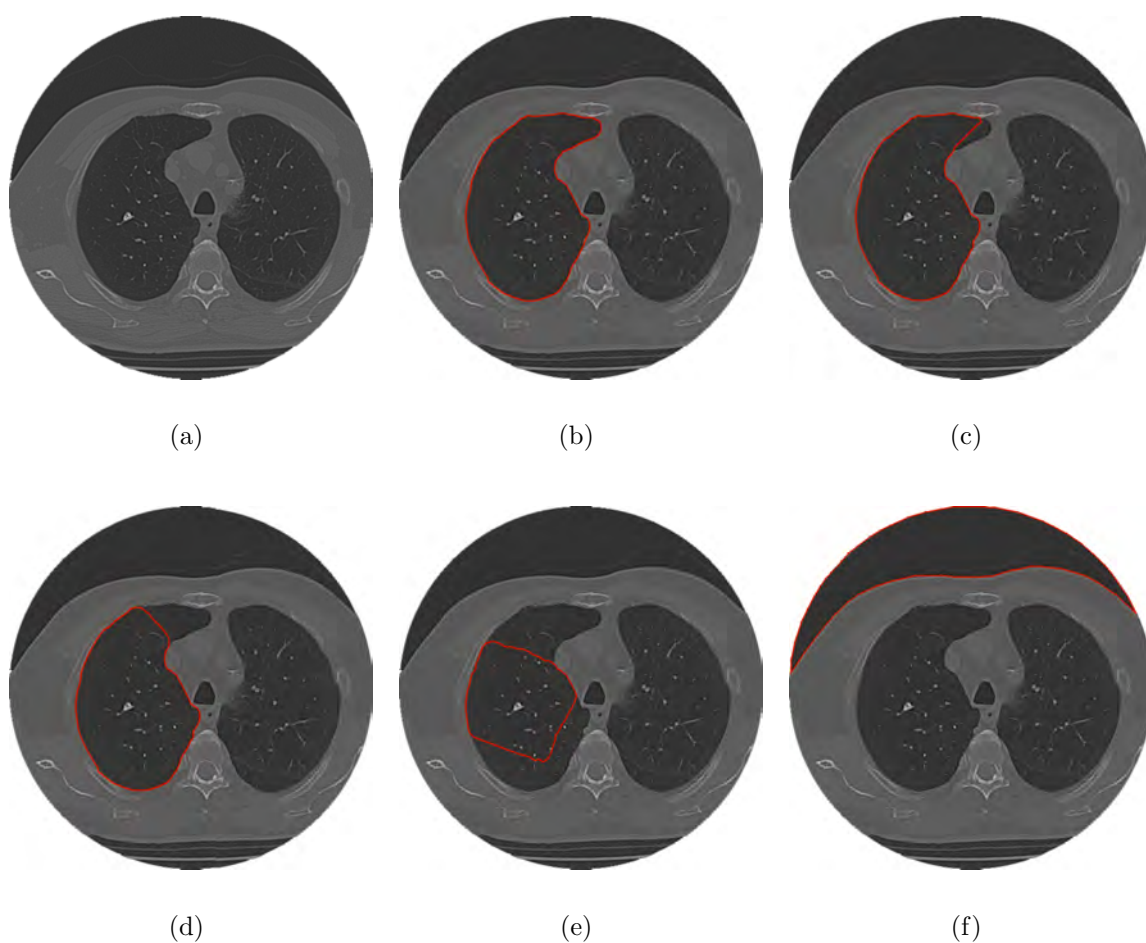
exemplo de avaliação qualitativa de segmentação dos pulmões em imagens de TC: a) imagem original, b) segmentação ótima, c) segmentação aceitável, d) segmentação razoável, e) segmentação ruim e f) segmentação péssima (REBOUÇAS FILHO, 2010).
